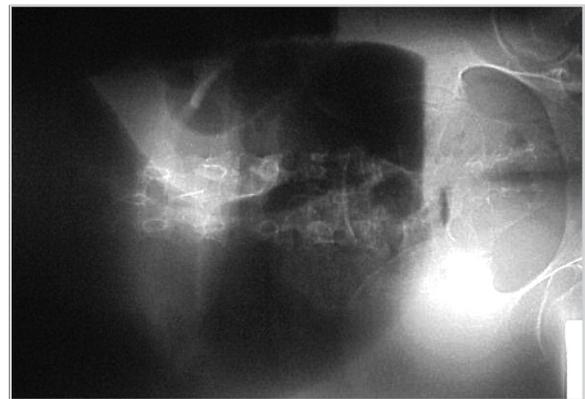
Radiografía simple de abdomen revelando vólvulo de sigmoides (signo de Von Wahl presente).
